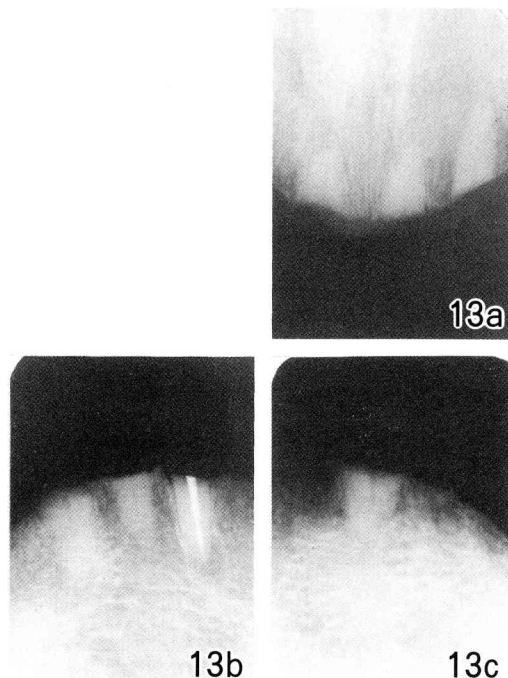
Radiographs of submerged roots 45 months after the operation.
